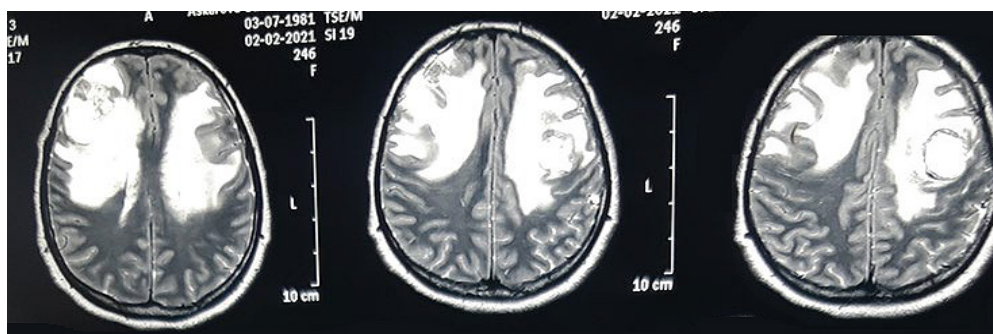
Магнитно-резонансная томография головного мозга (T2/FLAIR), демонстрирующая перифокальный отёк вокруг глиальной опухоли
